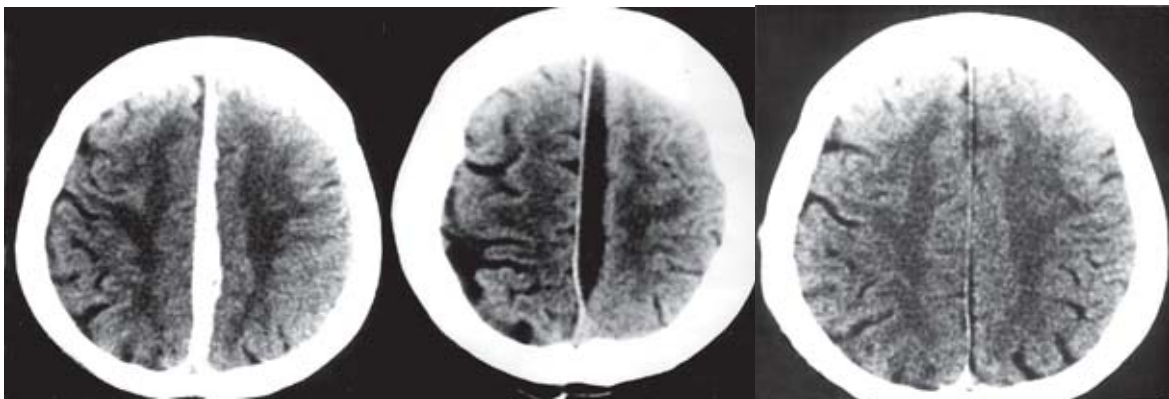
TC em seqüência (da esquerda para direita: no dia do traumatismo; após 15 dias; e após 45 dias) mostrando a resolução de HSDI tratado clinicamente.
